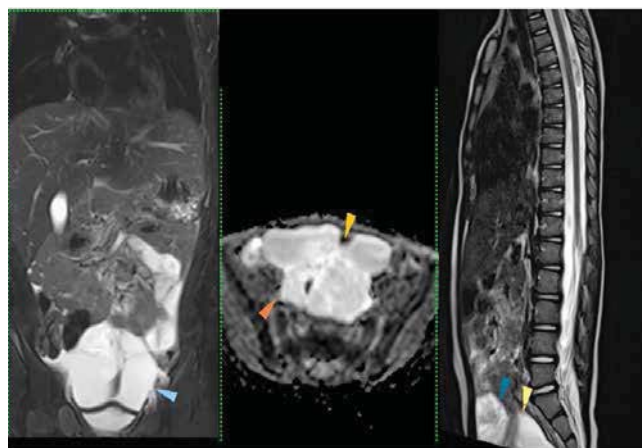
МРТ-дослідження пацієнта О., віком 2 роки. На фронтальному (у режимі Т2 з придушеним сигналом), аксіальному (ACD-карта для дифузійно-зважених зображень) та сагітальному (у режимі Т2) зрізах візуалізовано тонкостінне утворення з рідинним вмістом неправильної форми, пов'язане зі стінкою голодної кишки (кольорові стрілки)
